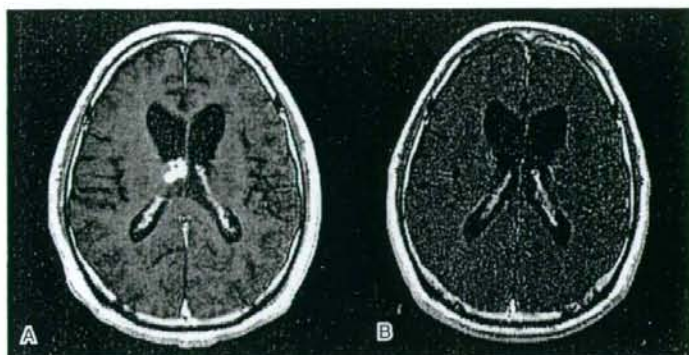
57M. AA grade III. A: MRI at recurrence. B: 6 cycles of TMZ distinguished a tumor. No tumor was seen for 3 years.
